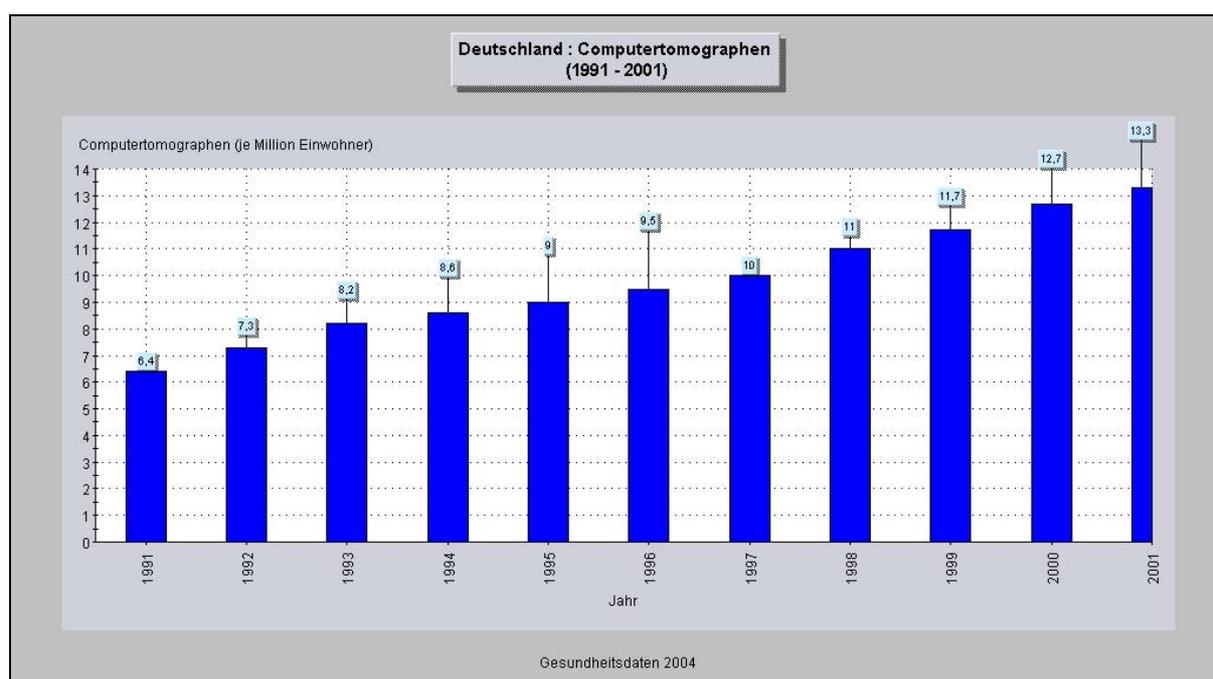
Medizinisch-technischer Fortschritt: Computertomographen in Deutschland¹⁸⁵
